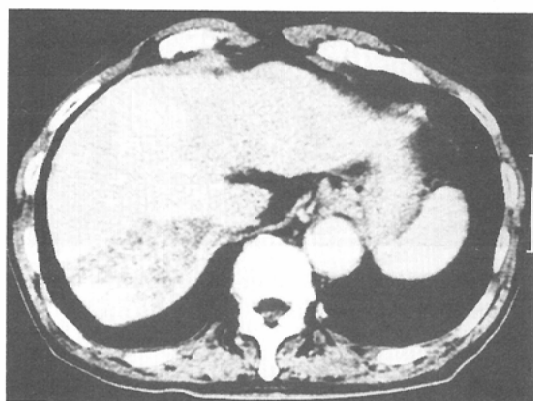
Enhanced CT shows wedge-like low density area in the right lobe of the liver.
